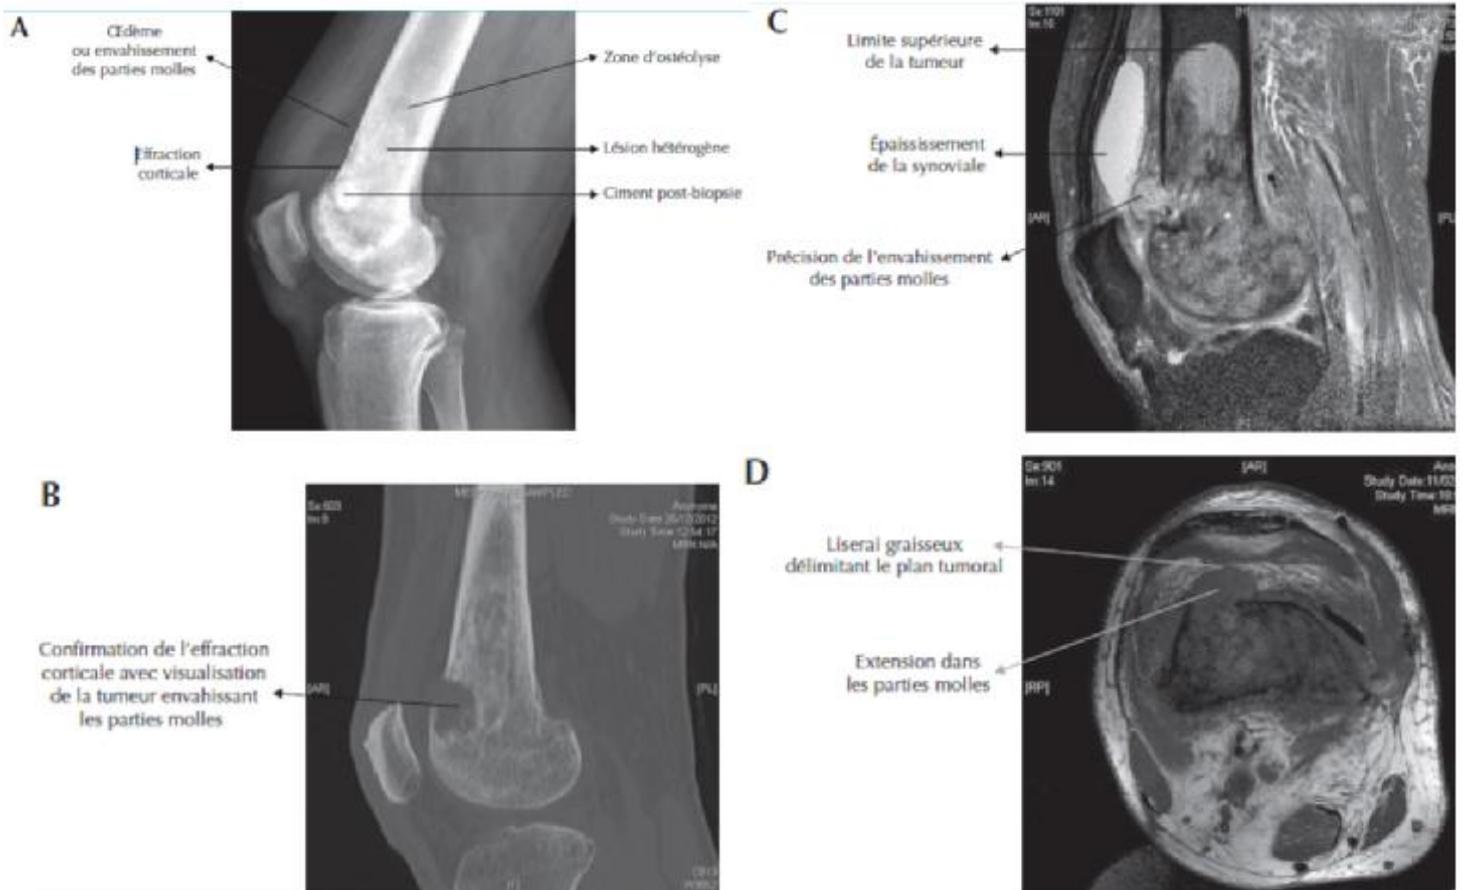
A) Rx d'un ostéosarcome du fémur distal. B) TDM du même sarcome. C) IRM du même sarcome. D) Coupe transversale de la même tumeur. (157)
